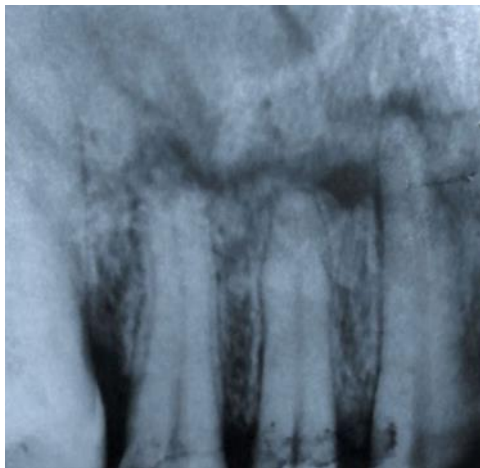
Внутриротавая рентгенограмма. Перелом альвеолярного отростка верхней челюсти.
